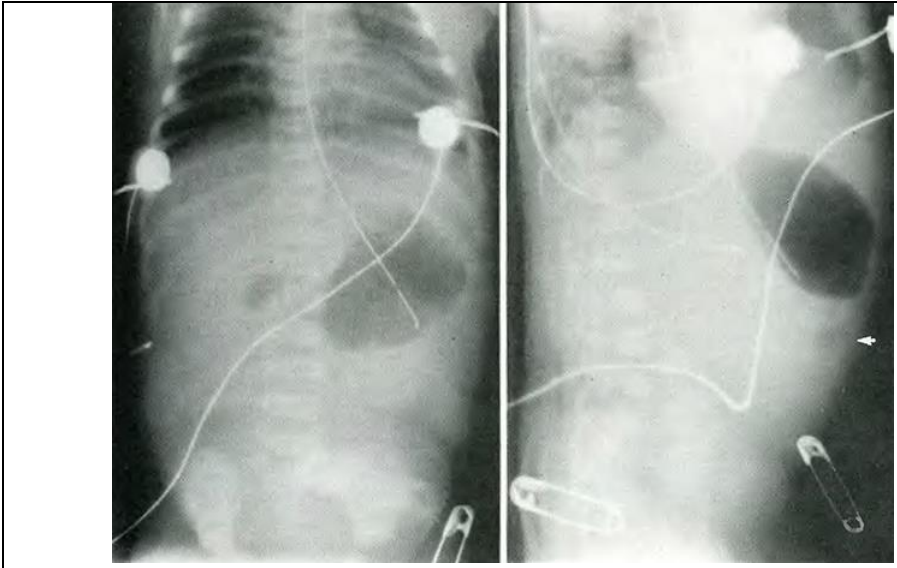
Рентгенограмма в прямой и боковой проекции характерная для заворота средней кишки
